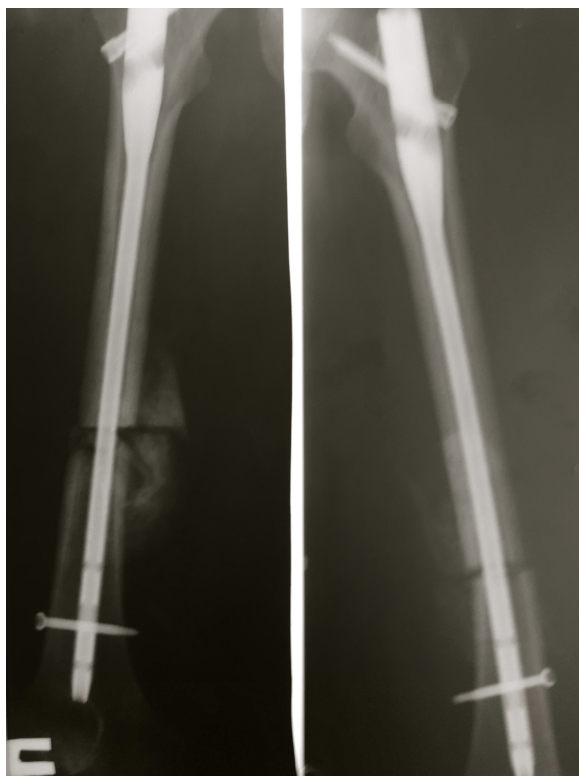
Послеоперационные рентгенограммы пациентки С., 25 лет
